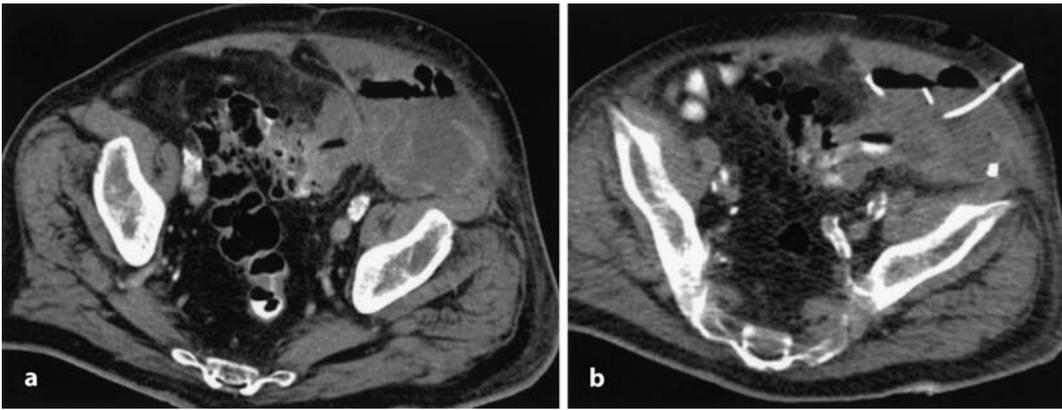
b ▲ Triple-KM-CT (nach oraler, rektaler und intravenöser Kontrastmittelapplikation) des Abdomens bei Sigmadivertikulitis. a Großer Abszess im linken parakolischen Raum. In (b) regelrecht liegender Pigtail-Drainagekatheter ventrolateral des kolosigmoidalen Übergangs. Von diesem Raum aus ist eine Ausbreitungsmöglichkeit in das kleine Becken gegeben
